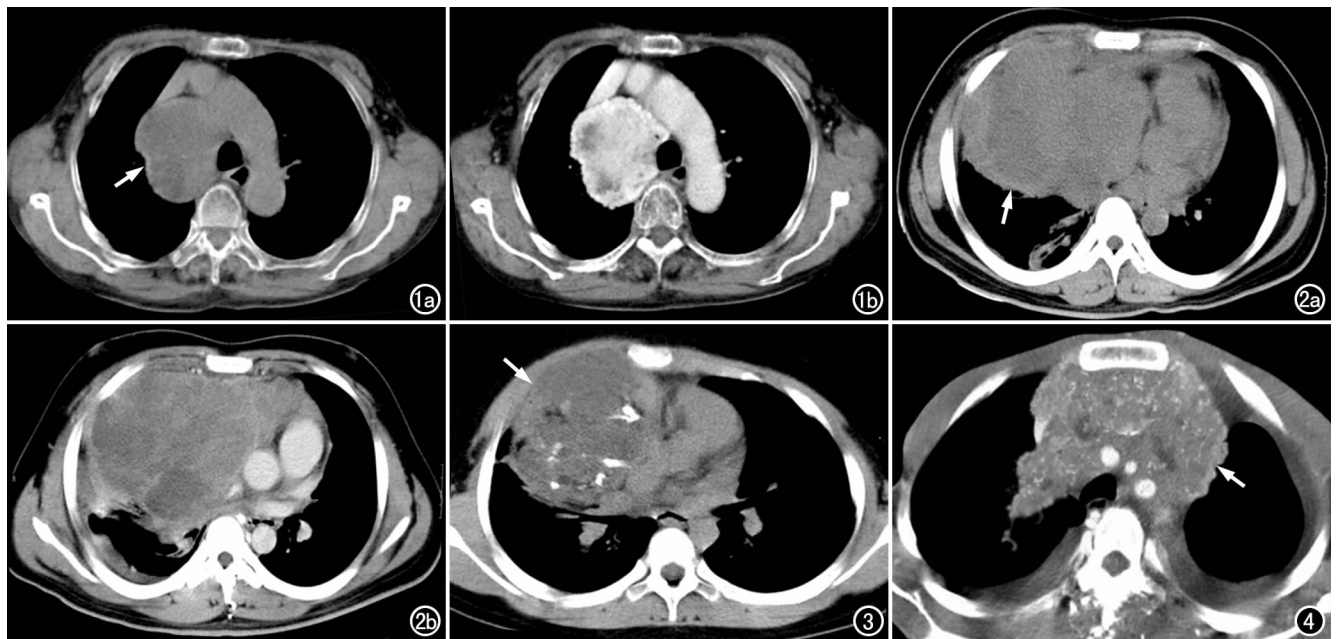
右侧纵隔内胚窦瘤。a) CT 平扫示右后纵隔分叶状软组织密度肿块,密度不均匀(箭);b) CT 增强扫描示肿块呈高度不均匀强化,周边部强化明显。图 2 右侧纵隔内胚窦瘤。a) CT 平扫示右侧纵隔巨大软组织密度肿块(箭),呈分叶状,密度不均匀,可见低密度坏死区;b) CT 增强扫描示肿块内呈不规则线状强化,坏死区不强化。图 3 右侧纵隔畸胎瘤内并发内胚窦瘤,CT 平扫示肿块前部边缘模糊,与前胸壁间脂肪线消失(箭)。图 4 前纵隔内胚窦瘤,CT 增强扫描示肿瘤呈不均匀强化(箭),其内呈网状强化形似血管影。
